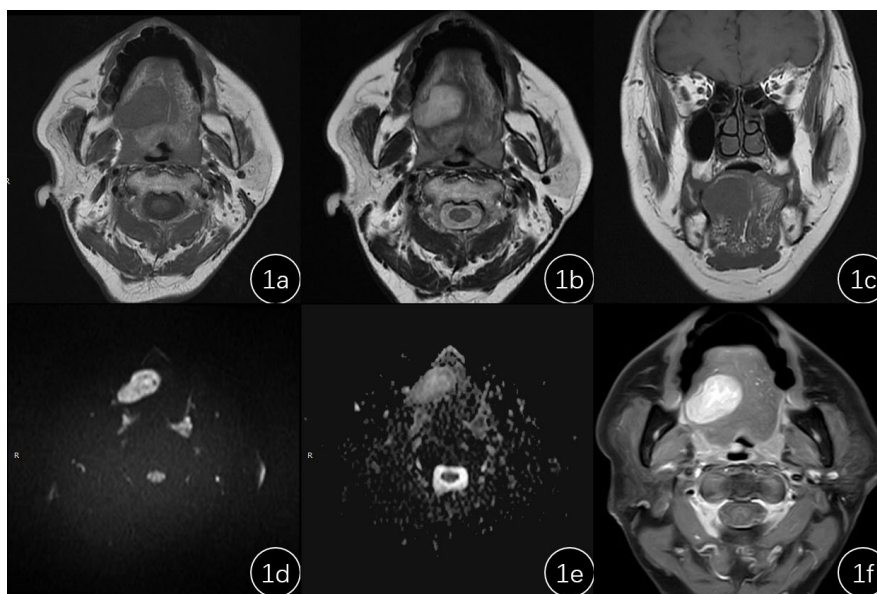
(a) Transverse T1-weighted image and (c) Coronal T1-weighted image Showing a slightly hypointense mass on the right side of the tongue base; (b) T2WI The right-sided mass at the base of the tongue shows an uneven, slightly hyperintense signal on the transverse plane; (d) DWI (b = 800) The mass demonstrates a hyperintense signal; (e) The ADC signal of the mass shows no reduction; (f) Contrast-enhanced imaging reveals marked enhancement with patchy delayed enhancement within the lesion
